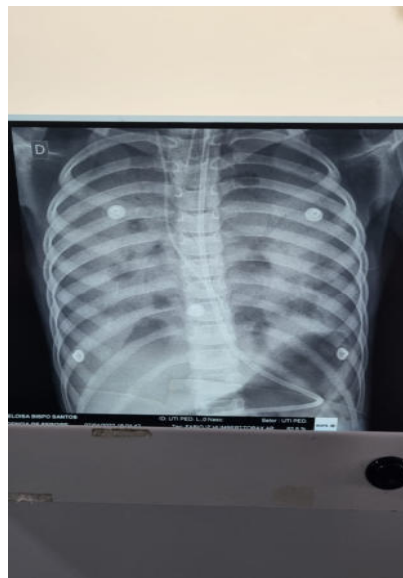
Radiografia com infiltrado pulmonar severo, com mínima área de parênquima viável.
